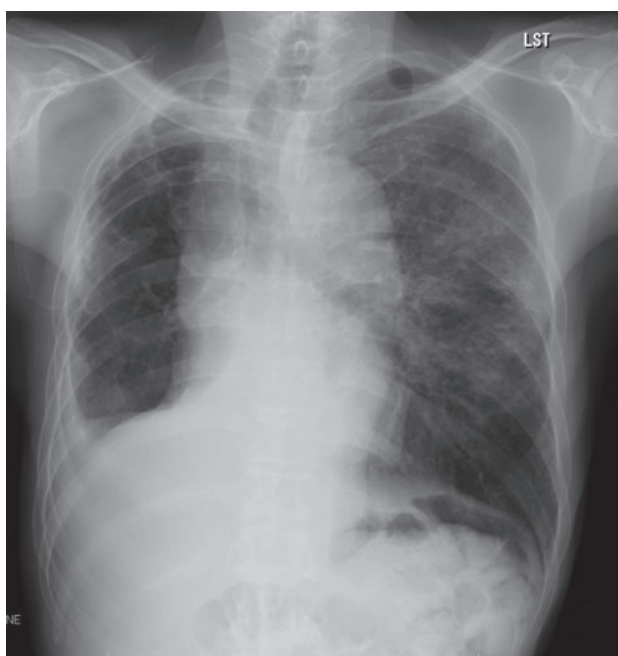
胸部X線写真. 右中下葉切除術後の肺容量低下に伴い縦隔の右方偏位, および右胸水貯留を認めた. 左上中肺野中心にすりガラス様陰影を認めた.
